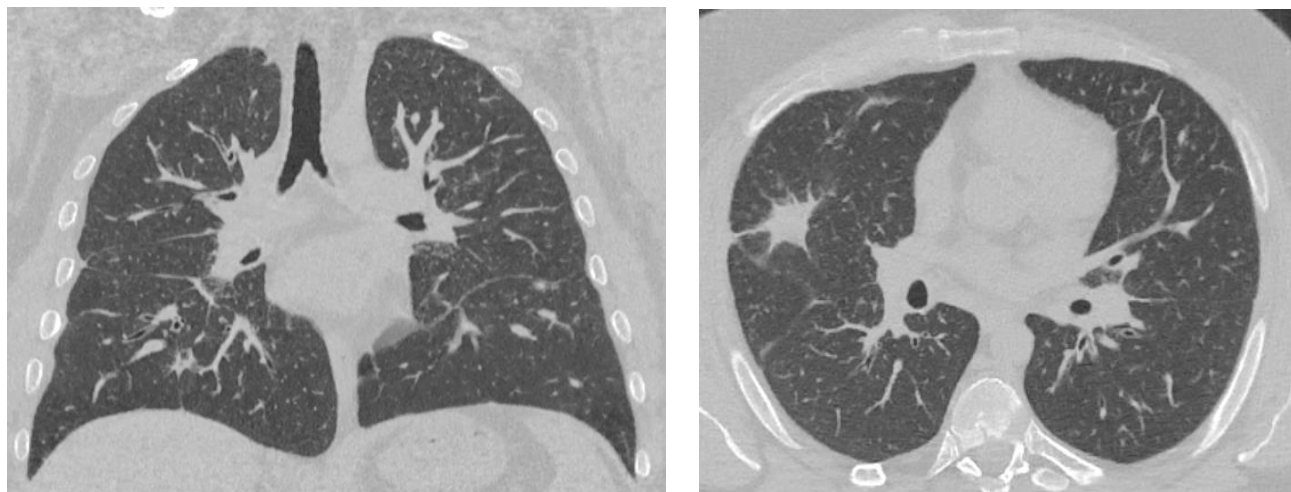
Компьютерная томография легких пациента П. от декабря 2018 года
